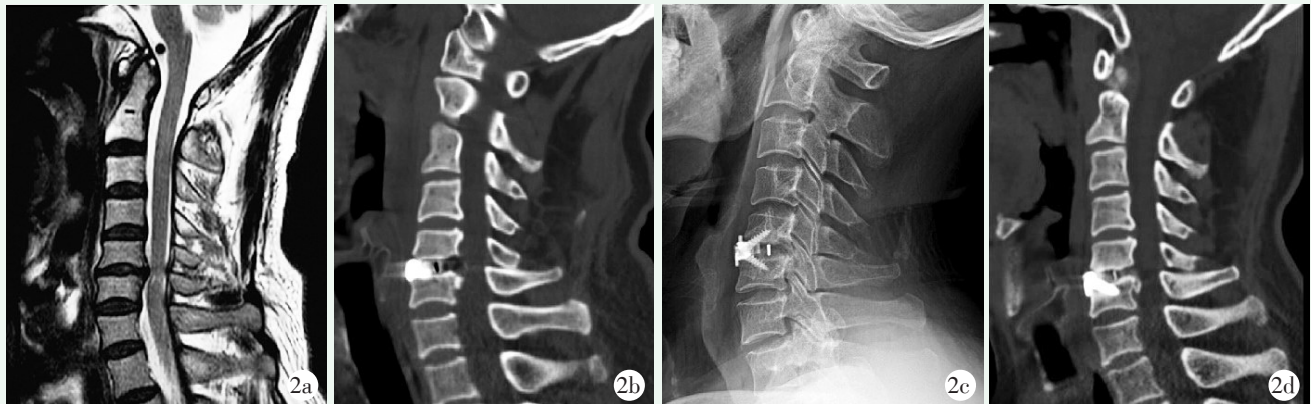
患者男性, 55 岁。2a: 术前 MRI 提示 C_{5/6} 节段脊髓压迫, 椎间高度降低; 2b: 成品笼架 ACDF 术后 CT 提示 C_{5/6} 节段脊髓压迫解除, 内固定位置良好; 2c: 术后 6 个月 X 线片提示笼架位置良好, 椎间高度欠佳; 2d: 末次随访 CT 提示椎间融合一般, 椎间高度沉降。
